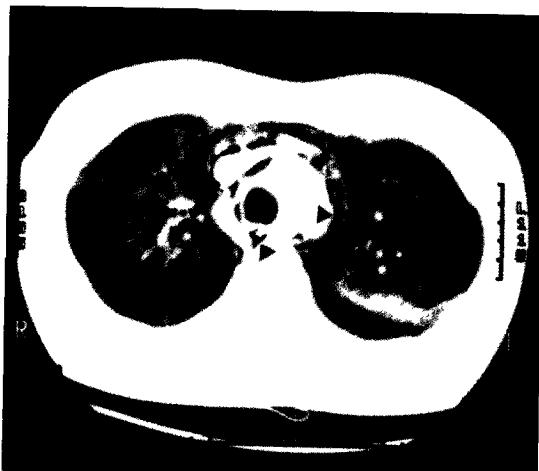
흉부 전산화 단층 촬영에서 식도 주변과 종격동에 공기 유효성이 관찰됨(증례 2)
